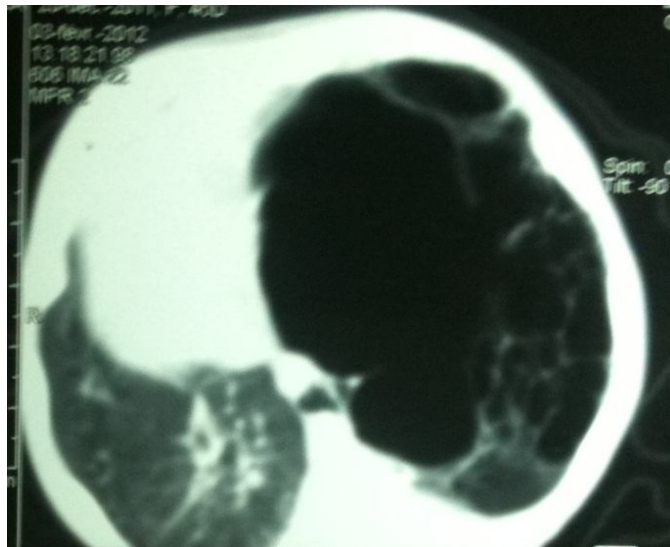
TDM thoracique en faveur d'une MAKP inférieure gauche.
